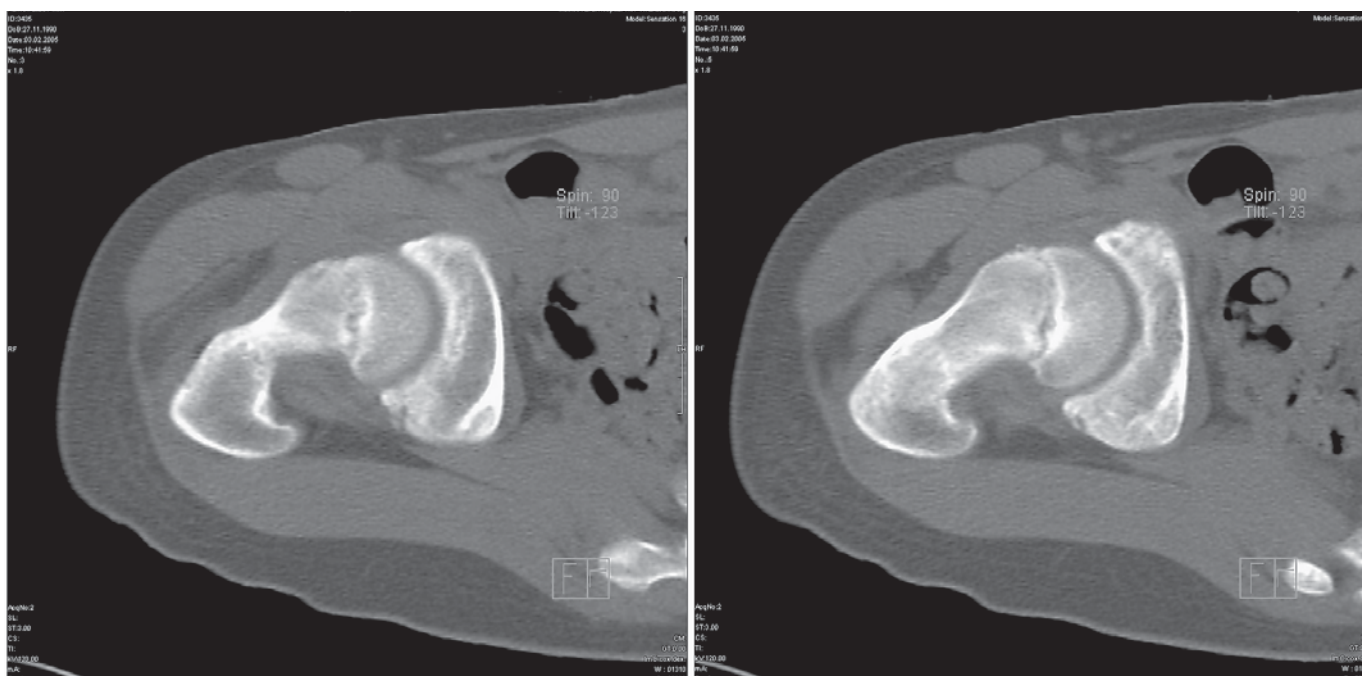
Послойные срезы КТ тазобедренного сустава в начале патологического процесса
